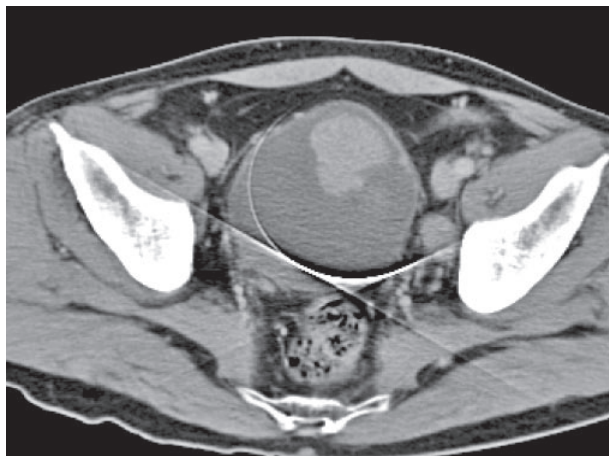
Tomografía axial computarizada, donde se aprecia imagen sólida dependiente del domo vesical.
